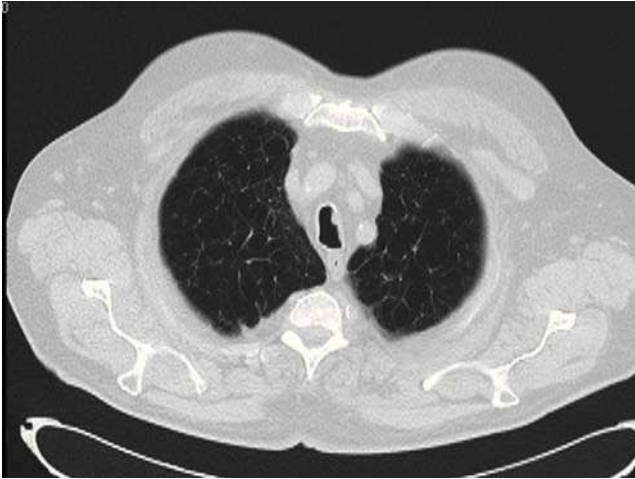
Tomografía axial computarizada de tórax. En uno de los cortes superiores a nivel traqueal se puede observar una discreta protrusión nodular a este nivel.
